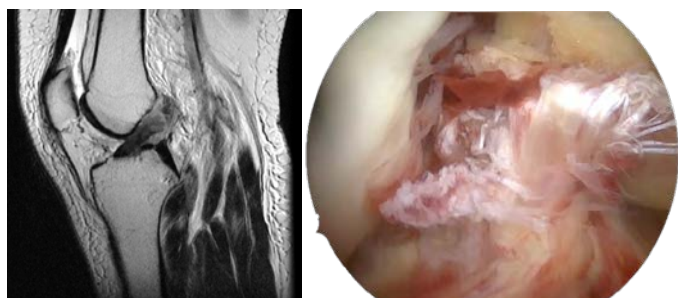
Пациент С-в. Оценка степени повреждения ПКС по данным МРТ (группа В по классификации Ateschrang) и данным артроскопии (группа С)
